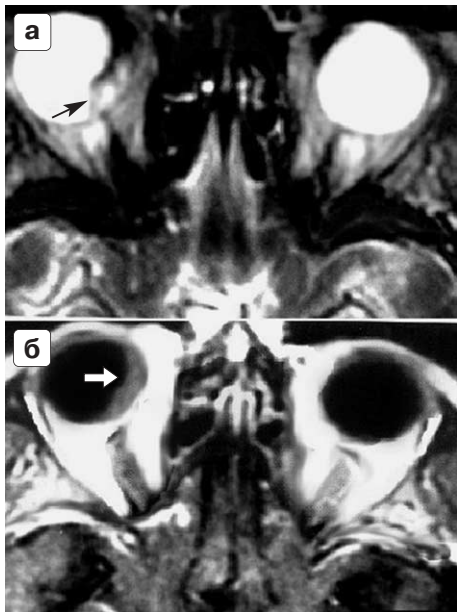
МРТ орбит. Интраокулярная лимфома. Аксиальная проекция: а – Т2 ВИ ИП SE – стрелка указывает на патологическое образование в медио-дорсальном отделе правого глаза с неоднородным МР-сигналом за счет кровоизлияния; б – Т1 ВИ ИП SE после внутривенного введения 20 мл парамагнетика – по медио-дорсальному контуру правого глаза отмечается слабое накопление препарата в лимфоме (стрелка).
